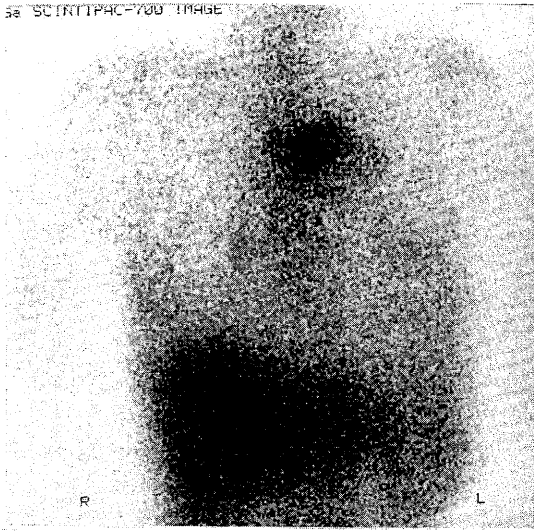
⁶⁷Ga scintigram shows an intense accumulation in the upper chest.
